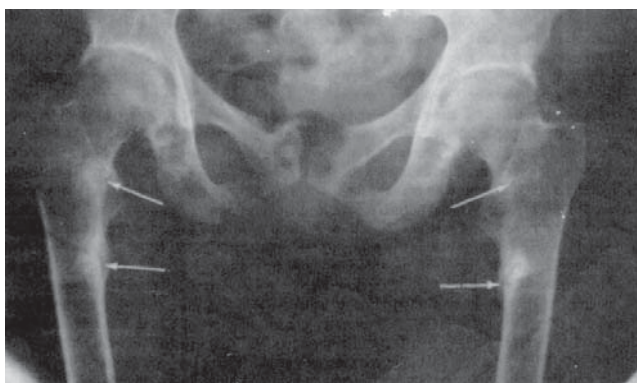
Radiografie de femur la o femeie de 47 de ani cu sindrom Fanconi cu debut la maturitate. Prezența pseudofracturilor multiple este indicată prin săgeți.
